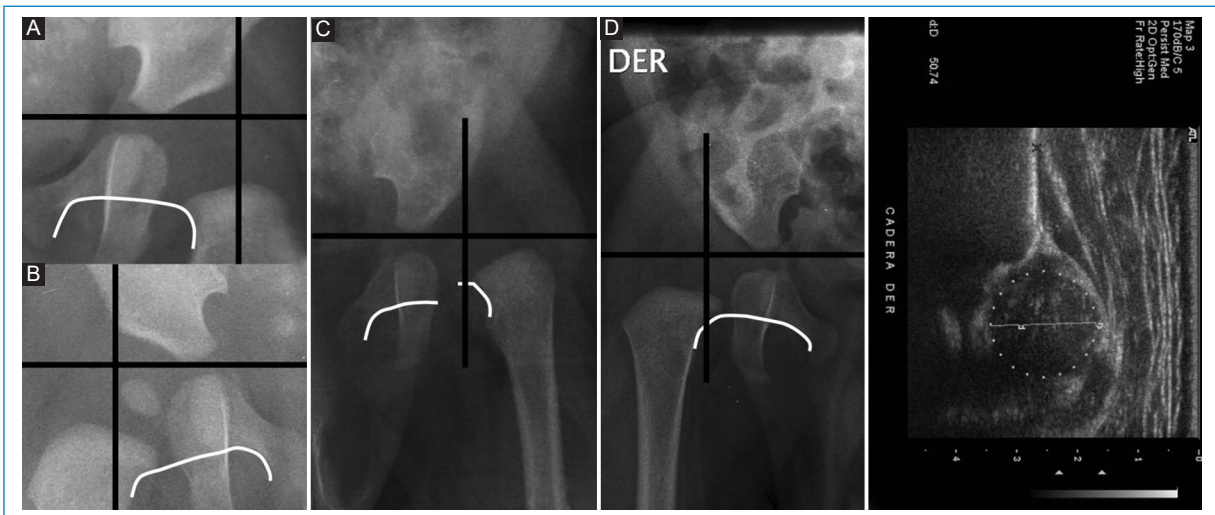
A: alineamiento normal si no está presente el núcleo de osificación de la cabeza femoral, (como en la mayoría de nuestros niños a los tres meses), se evaluará la relación de la metáfisis femoral con la línea de Perkins. El borde superior osificado de la metáfisis se divide en tercios (interno, medio y externo). Es normal cuando la línea de Perkins cruza el tercio medio o externo del borde superior osificado de la metáfisis, como en este ejemplo, el cual tiene además arco de Shenton continuo. B: alineamiento normal con núcleo presente, como en este ejemplo, el núcleo se ubica en el cuadrante interno, observe que hay continuidad del arco de Shenton. Si el núcleo se ubica en los cuadrantes externos entonces estaríamos en presencia de una subluxación. Si se ubica por fuera de los cuadrantes, luxación del fémur. C: es una cadera izquierda de una niña de tres meses con DDC con luxación, en estos casos la metáfisis queda completamente por fuera de la línea de Perkins y el arco de Shenton está quebrado. D: es una cadera de un niño de tres meses con DDC con subluxación del fémur, en estos casos la línea de Perkins cruza el tercio interno del borde superior osificado de la metáfisis y el arco de Shenton aún es continuo. E: lo que se corrobora al evaluar la cobertura ósea de la cabeza femoral en forma dinámica en ecografía contemporánea.
